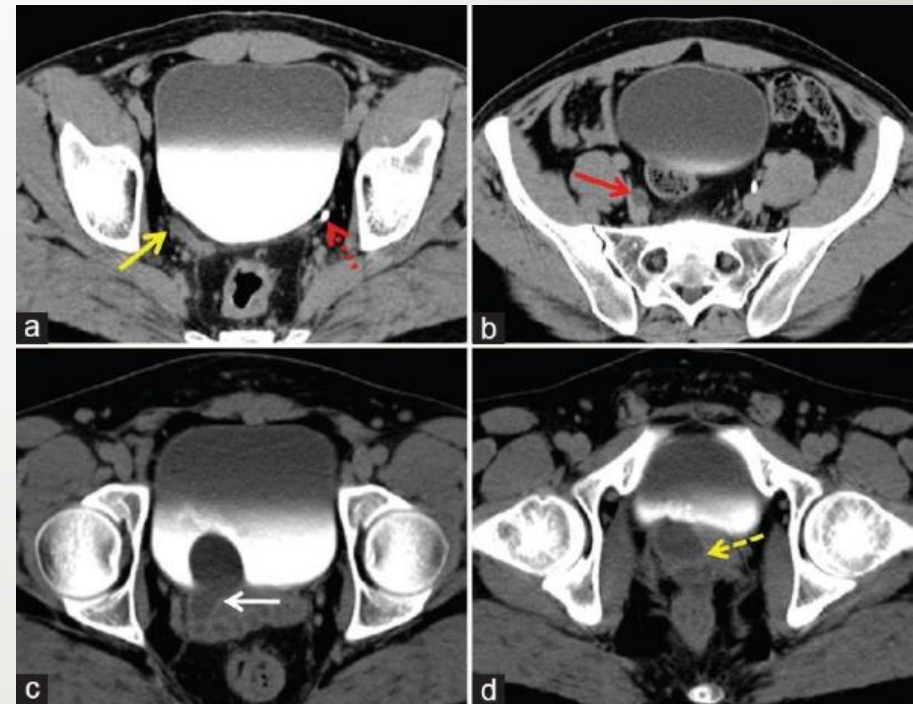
Axial CT Urography Images Show Normal Left Ureter. (a, Red Dotted Arrow), with a Tubular Hypodense Structure Between Urinary Bladder and Rectum. (a, Yellow Arrow), with its Blind Cranial End. (b, Red Solid Arrow). Inferiorly, the Tubular Structure Shows Cystic Expansion Between the Urinary Bladder and Seminal Vesicles with Protrusion into Lumen of Bladder. (c, White Arrow). Further Inferiorly, this Cystic Lesion Appears to Open into the Prostatic Urethra in the Midline. (d, Yellow Dotted Arrow)
